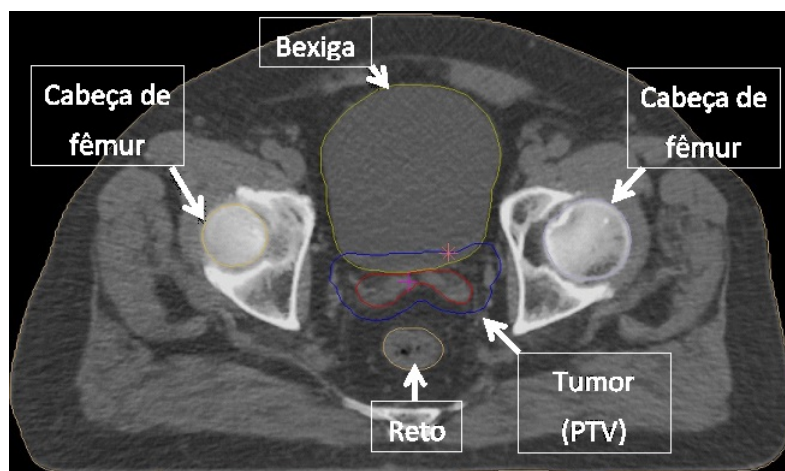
Imagem de tomografia utilizada no Caso 2.
